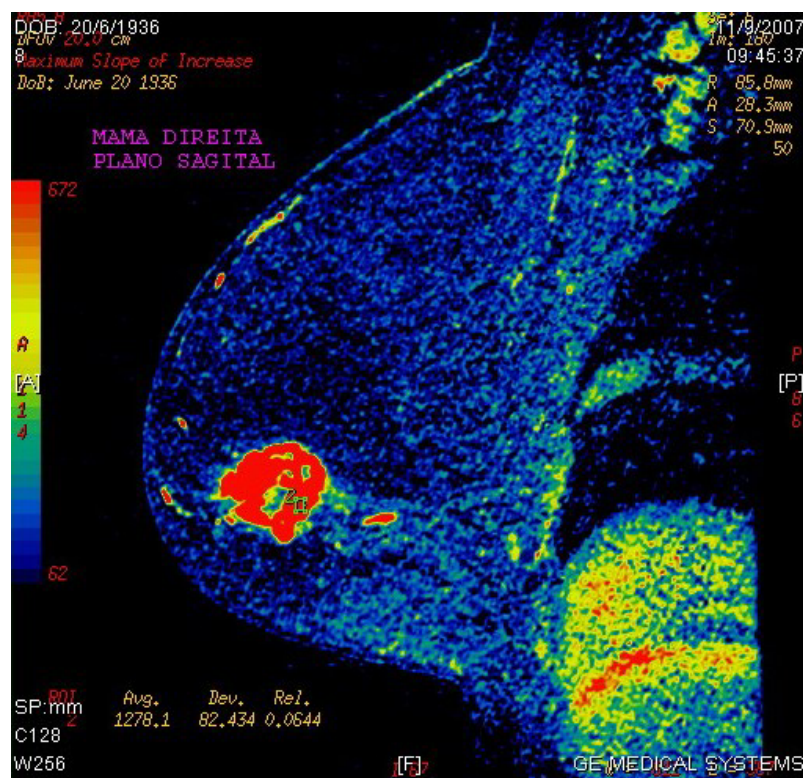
RM de paciente com mastopatia fibrótica e câncer de mama
